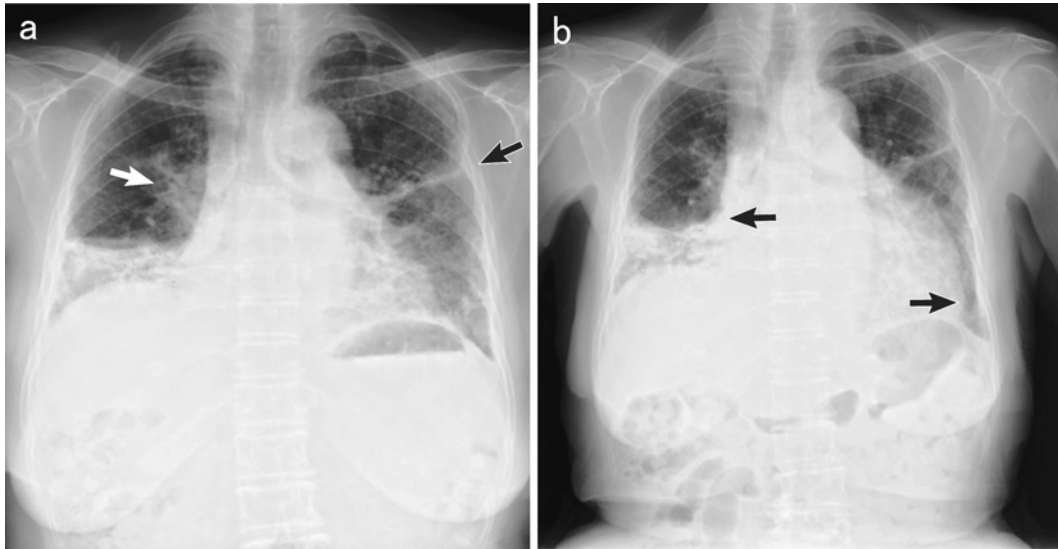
a. A chest radiograph obtained two weeks prior to admission. The right lower lobe had been resected, and the staple line for left S³ segmentectomy is visible (black arrow). A right hilar mass (white arrow) and bilateral fibrous changes are apparent. b. A chest radiograph obtained on admission. Dilatation of the cardiac silhouette is observed (black arrows).
